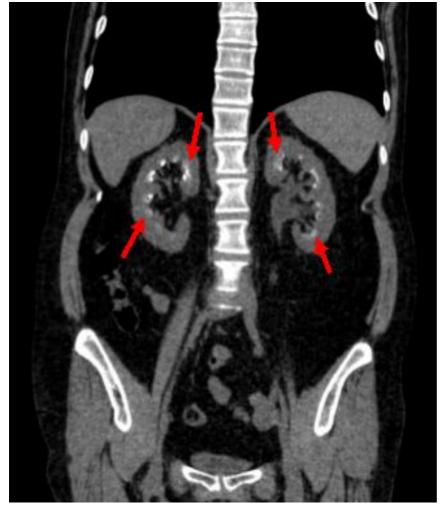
TC de abdome total sem contraste, plano coronal, evidenciando-se várias imagens hiperdensas, com densidade cálcica, moldando a medular renal bilateralmente (setas vermelhas).
